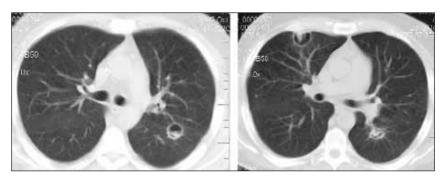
Больной Т. Лимфома Ходжкина. Компьютерные томограммы. Множественные полостные образования с массой мицелия внутри
